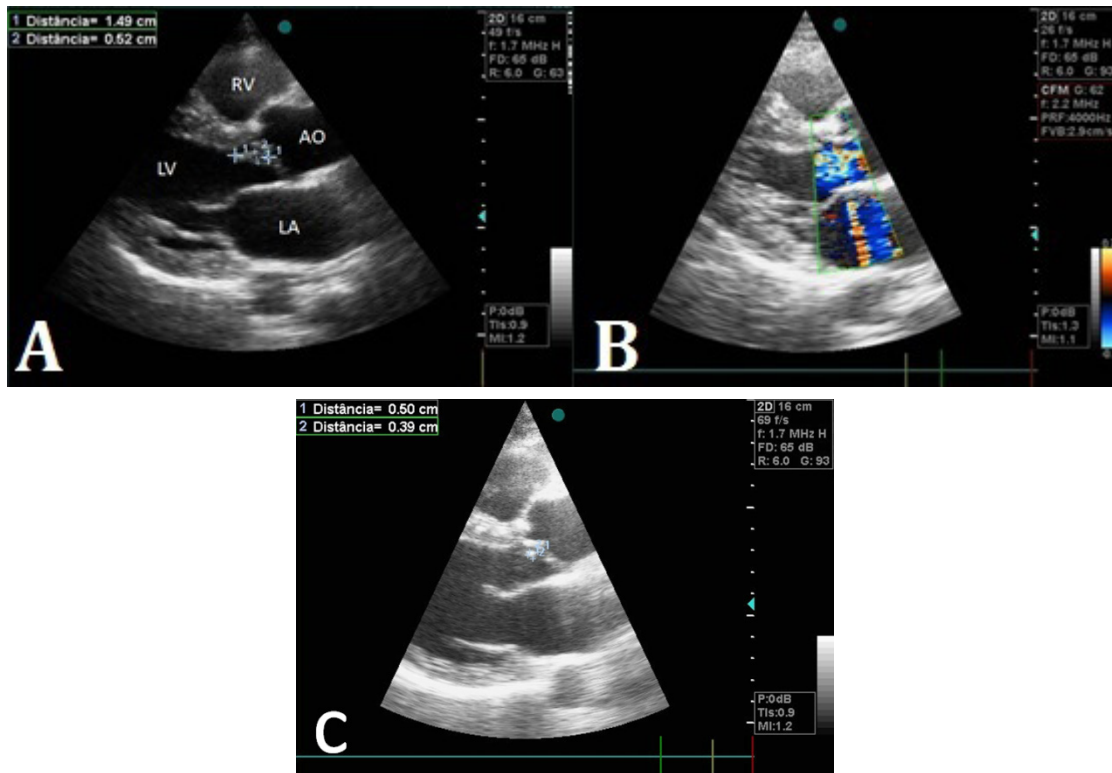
A - Ecocardiograma transtorácico: vista paraesternal de vegetación en válvula aórtica. B - Doppler colorido: insuficiencia aórtica. C - Ecocardiograma transtorácico: vista paraesternal de vegetación valvular aórtica 18 días después del inicio de antibioticoterapia.
